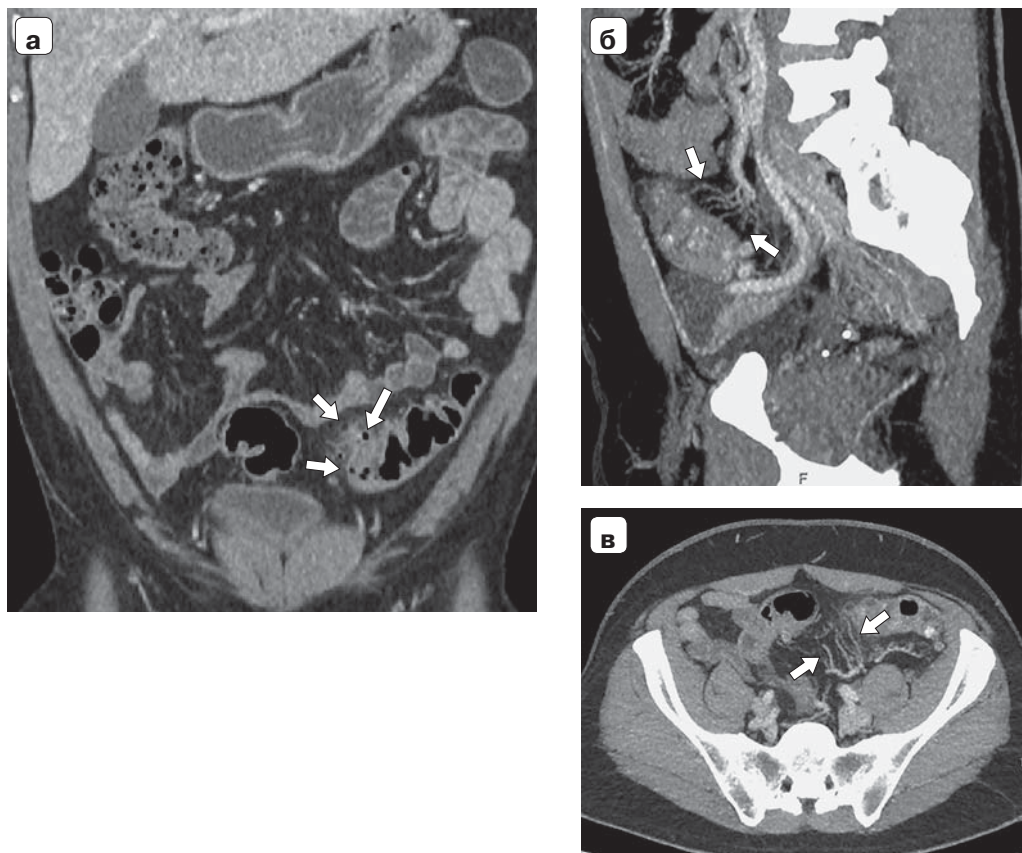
КТ брюшной полости с внутривенным контрастированием. Дивертикулит. а – фронтальная проекция; визуализируется дивертикул, заполненный воздухом (длинная стрелка), с локальной инфильтрацией периколической клетчатки по брыжеечному краю сигмовидной кишки (короткие стрелки); б, в – MIP-реконструкция в сагиттальной (б) и аксиальной (в) проекциях; выявляются признаки повышенного кровенаполнения *vasa recta* брыжейки сигмовидной кишки – симптом “сороконожки” (стрелки).
